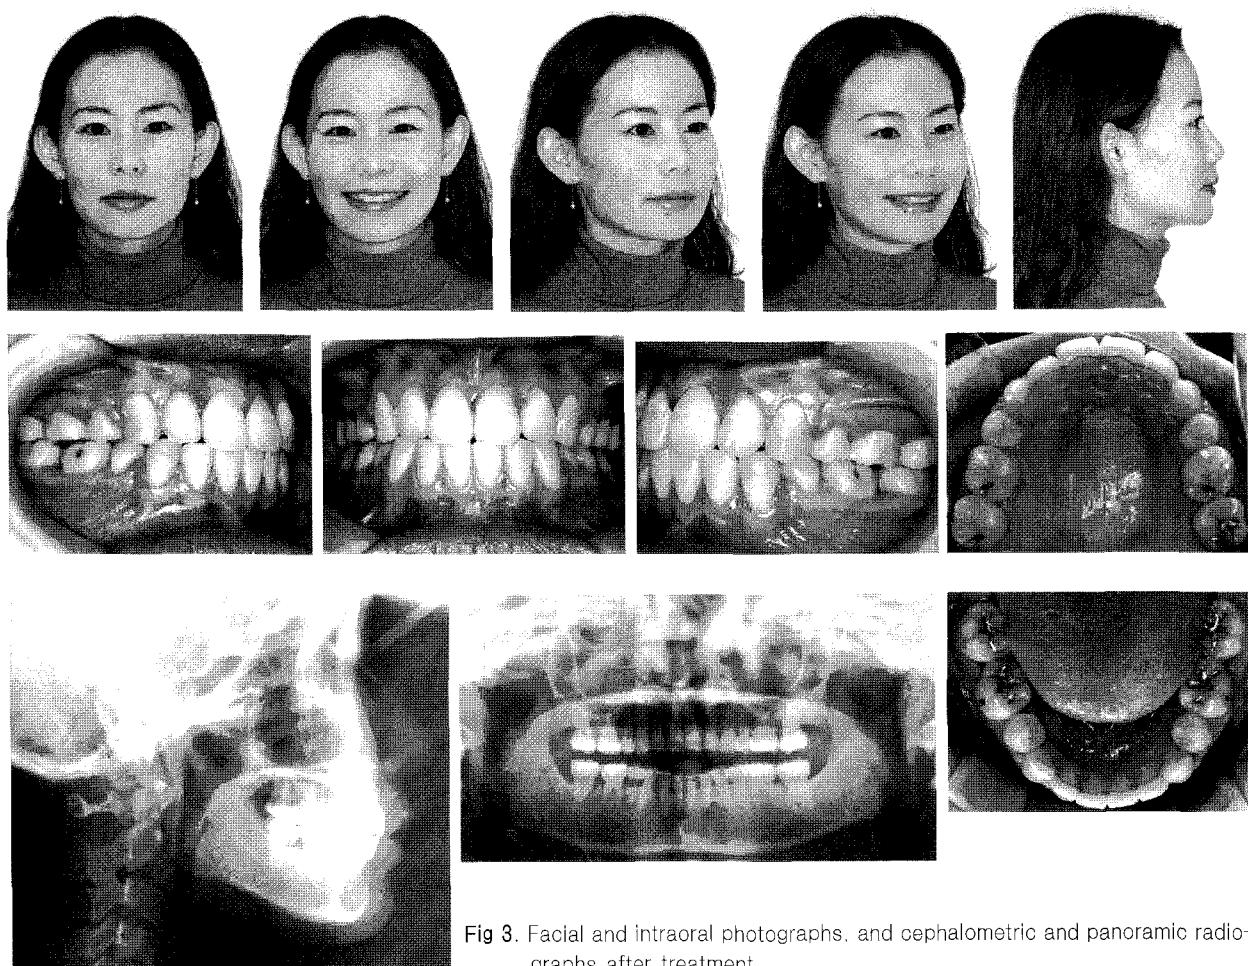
Facial and intraoral photographs, and cephalometric and panoramic radiographs after treatment.
